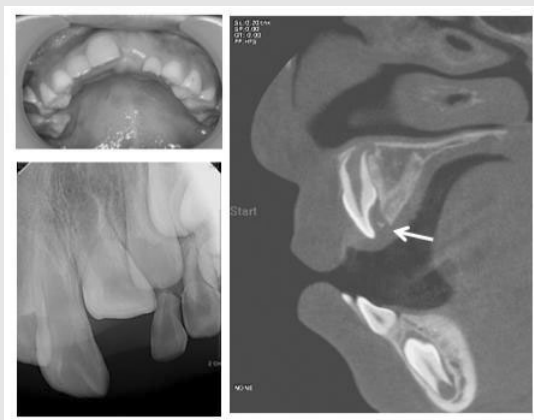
7세 6개월된 아동에서 상악 우측 중절치 및 측절치는 맹출 되었으나, 좌측 중절치는 맹출되지 않고 있다. 표준형 방사선 사진상에 맹출에 장애를 주는 특별한 물리적 장애물을 관찰 할 수 없으나, CT 사진상에서 중절치 설면에 완전 석회화되지 않은 작은 치아종이 관찰되며, 이로 인하여 맹출장애가 발생한 것으로 생각된다.
